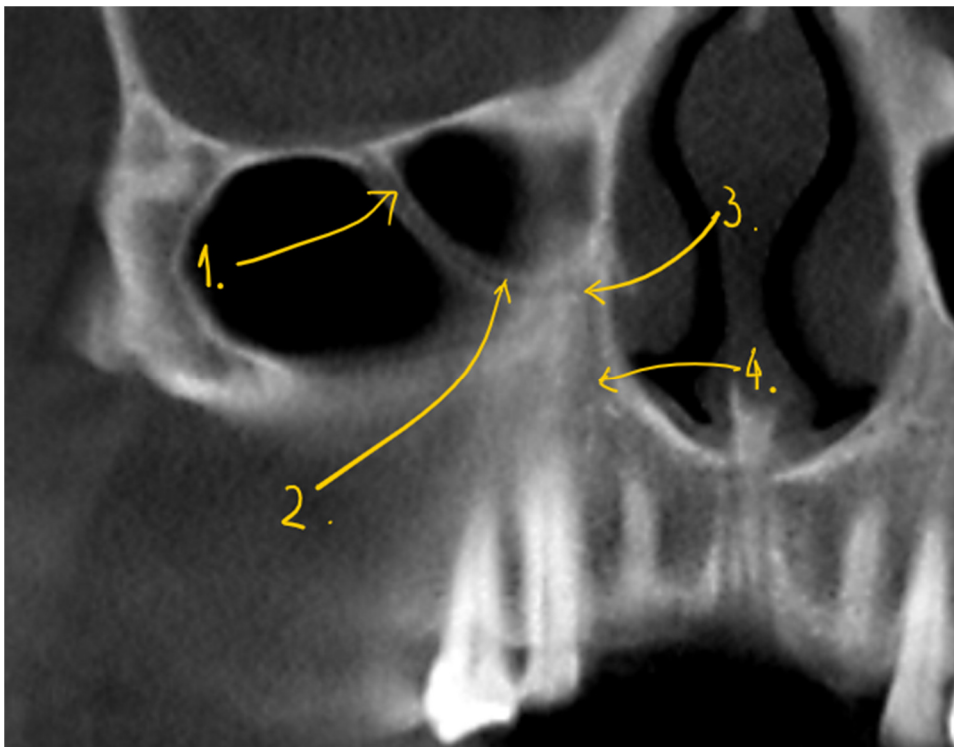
Ortopantomogramă CBCT prin canalul sinuos (CS) dreapta. 1.porțiunea infraorbitală; 2.porțiunea transverso-facială a CS; 3.ampula CS; 4.porțiunea circumnarinară a CS.
